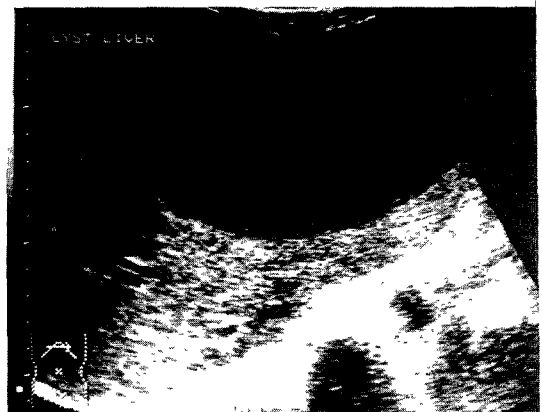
The abdominal sonography showing a huge cystic mass in the left lobe of the liver.
